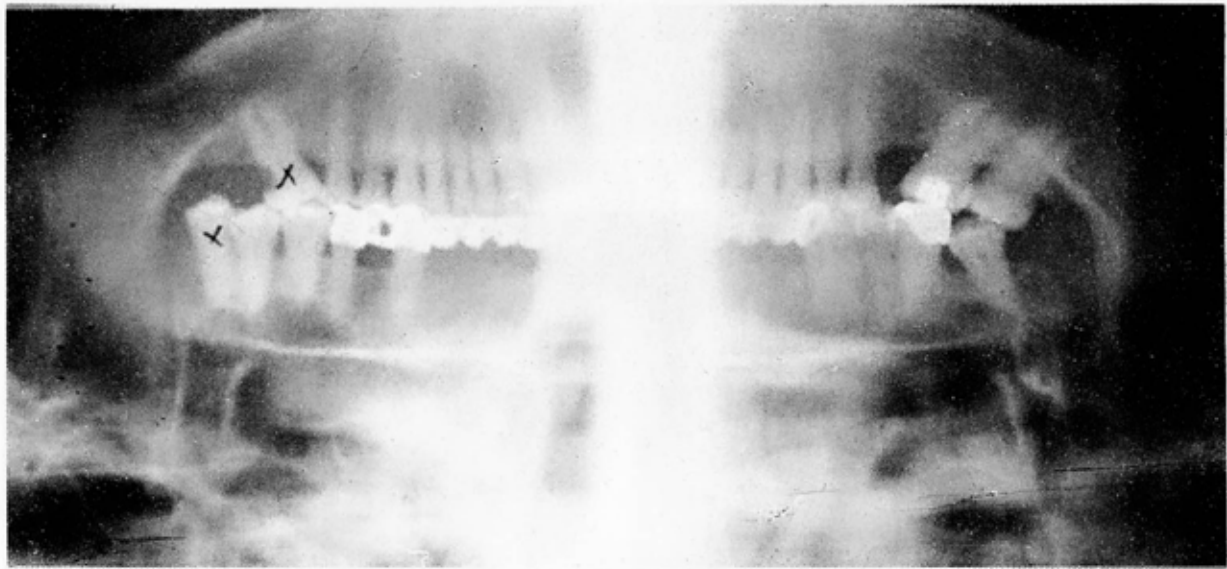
Radiografía panorámica que muestra el tercer molar superior derecho mesioangulado. Hay que tener la precaución de no fracturar la tuberosidad en el movimiento distal para su extracción. El superior izquierdo por falta de su antagonista seguirá la ley de Baumé.
